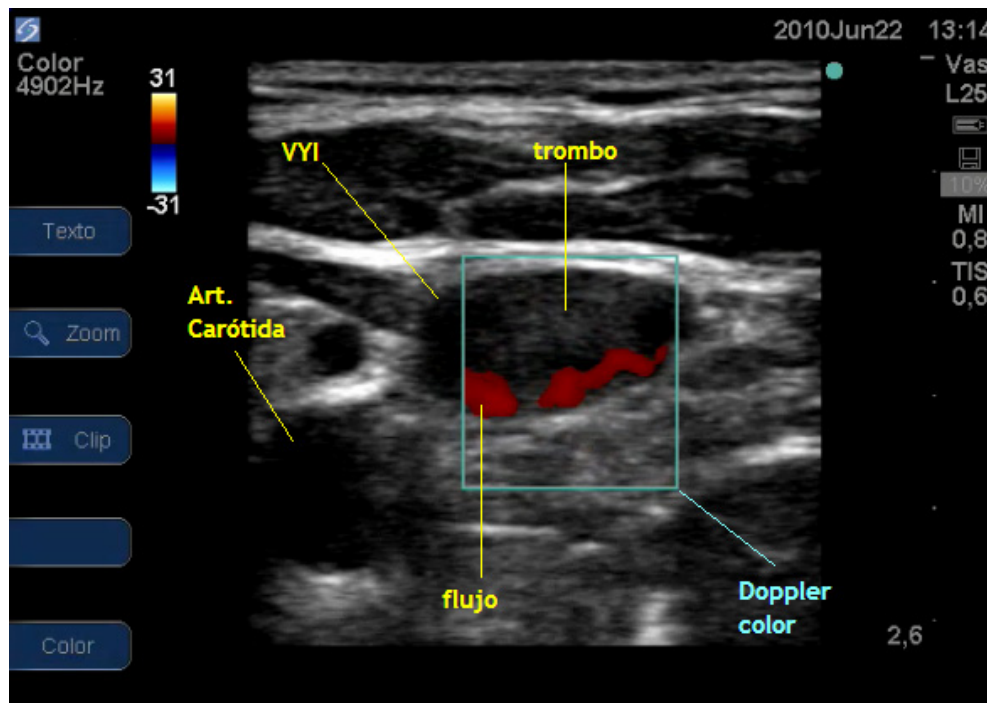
Uso de la función Doppler color para verificar el flujo en la vena yugular interna. Se observa la presencia de un trombo ocupando la luz vascular y en rojo el flujo que se dirige hacia el transductor.
